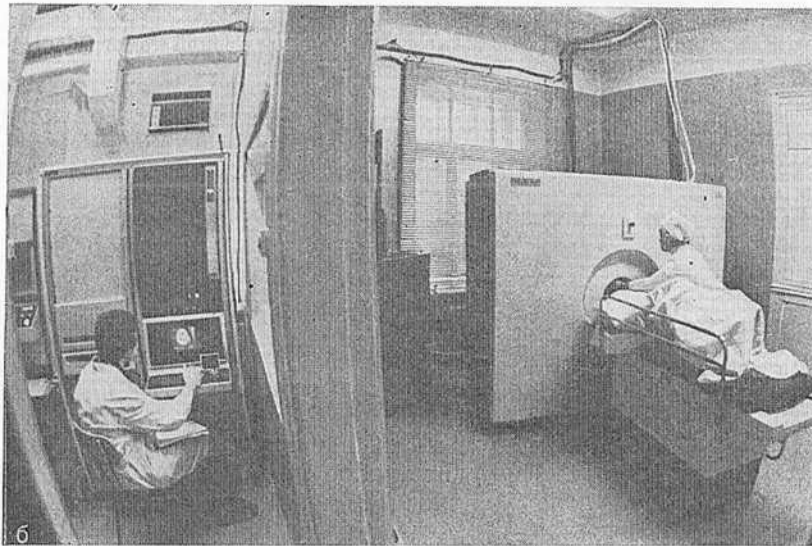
Общий вид компьютерного томографа НД-8000 фирмы «ЦЖР» (Франция) (а), общий вид компьютерных томографов «Дельта-скан-125» фирмы «Техникер» (США) (б).
